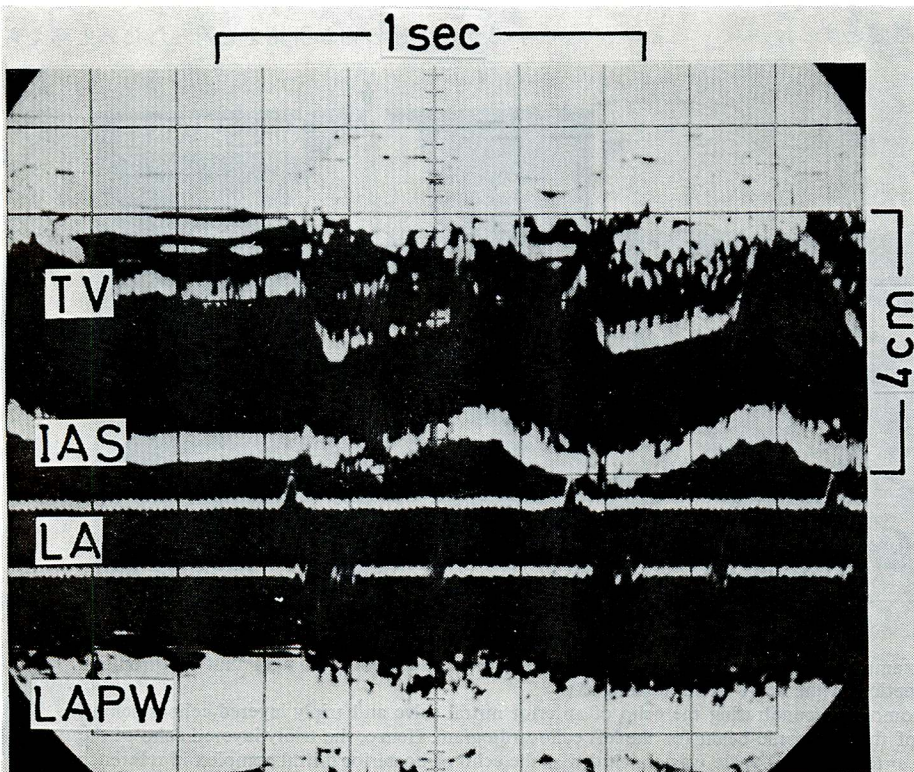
An echocardiogram after surgery of the case of Fig. 2. The thrombus echo was no longer observed.
